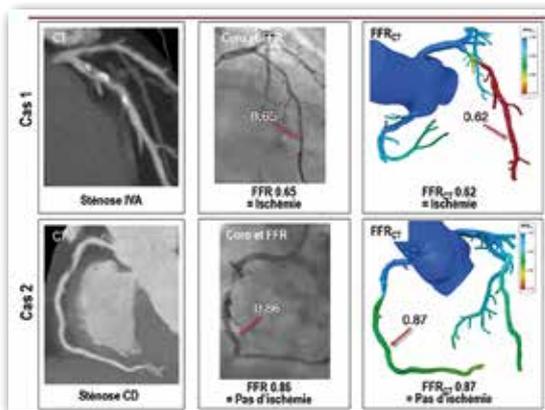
Exemple d'application de la FFR non invasive : 1ère rangée, une plaque mixte d'allure intermédiaire à significative de l'IVA. En FFR invasive, la sténose est significative avec une $FFR < 0.8$, corrélée à la modélisation extraite du scanner cardiaque. 2ème rangée : la sténose suspecte sur plaque molle de l'IVA s'avère non significative en FFR invasive comme en FFR-CT (Courtoisie de Heartflow®)
